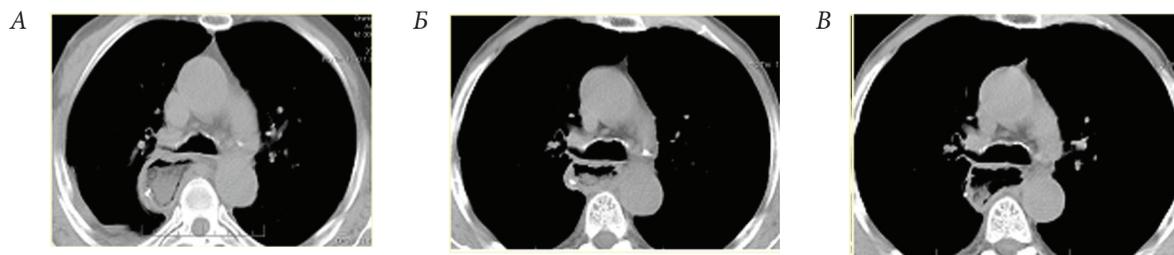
КТ-граммы пациента после операции типа Льюиса (уровень бифуркации трахеи)
